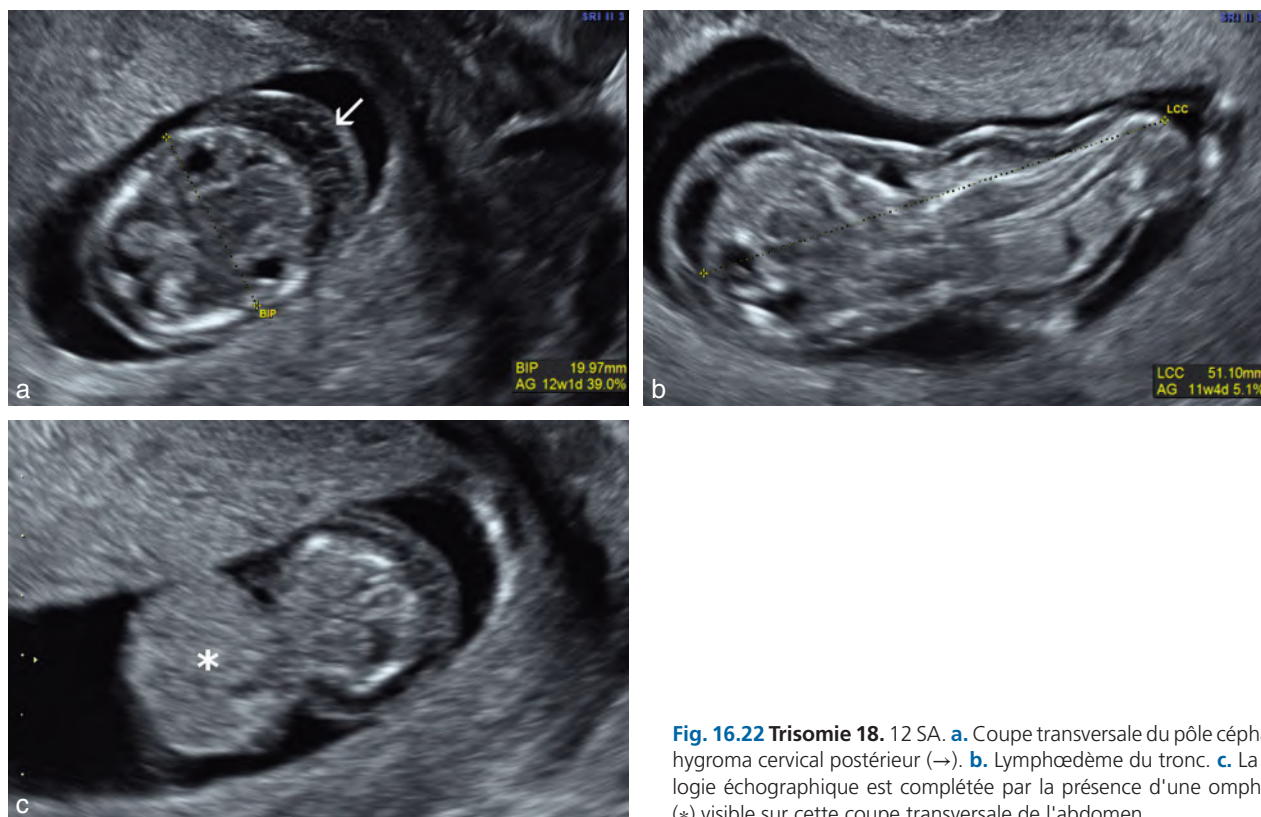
Trisomie 18. 12 SA. a. Coupe transversale du pôle céphalique : hygroma cervical postérieur (→). b. Lymphoedème du tronc. c. La sémio-logie échographique est complétée par la présence d'une omphalocèle (*) visible sur cette coupe transversale de l'abdomen.
